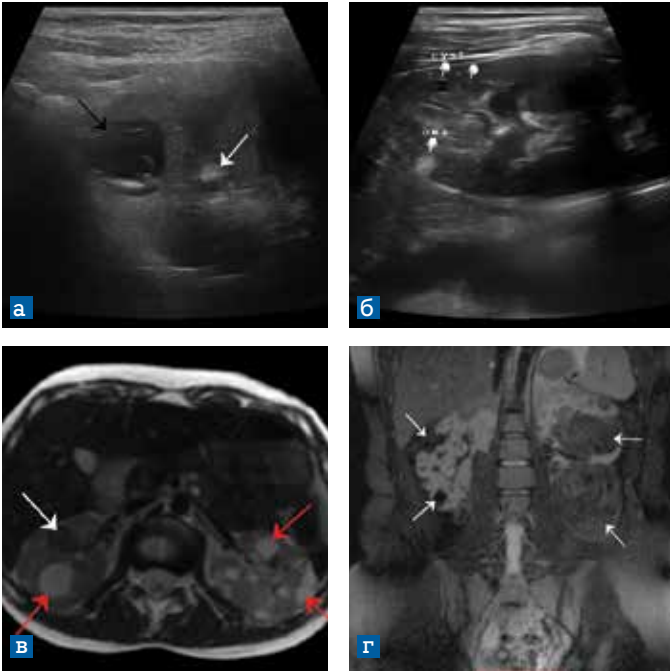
а)* УЗИ почек. Киста (черная стрелка), АМЛ (белая стрелка); *б)* УЗИ почек. Кисты и АМЛ; *в)* МРТ, аксиальный срез. T2 взвешенное изображение. АМЛ (белая стрелка) и кисты почек (красные стрелки); *г)* МРТ, коронарный срез. T2 взвешенное изображение, полученное с подавлением МР сигнала от жира. Множественные АМЛ почек (белые стрелки) различных размеров в обеих почках
